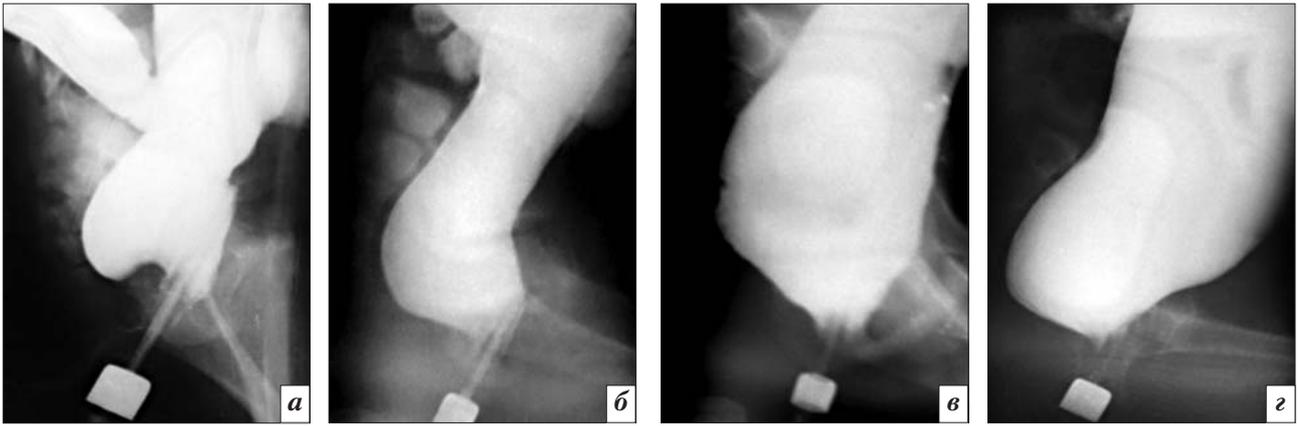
Рентгенологический эквивалент ректоанального тормозного рефлекса: а – у ребенка 4 мес; б – у подростка 15 лет.
